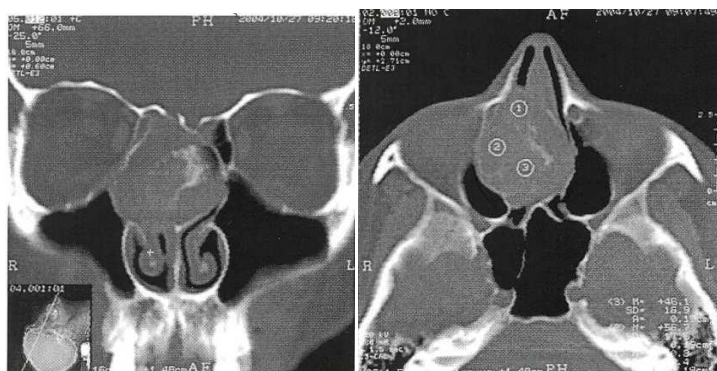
Компьютерная томография больной А. Заключение: картина объемного образования правой половины полости носа
